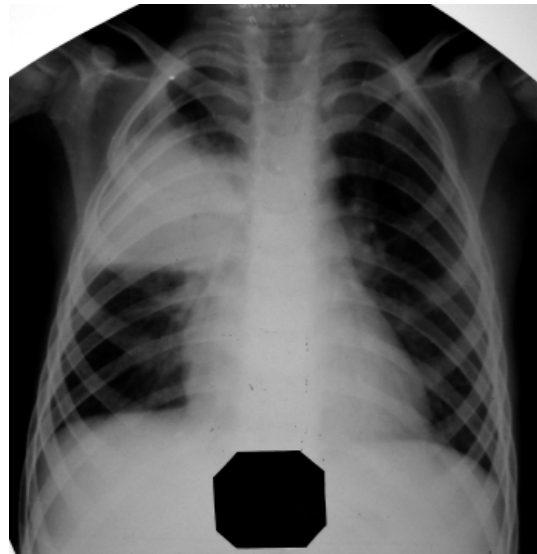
Оглядова рентгенограма органів грудної клітки, хворий М., 5 років. Правобічна плевропневмонія у верхній частці
